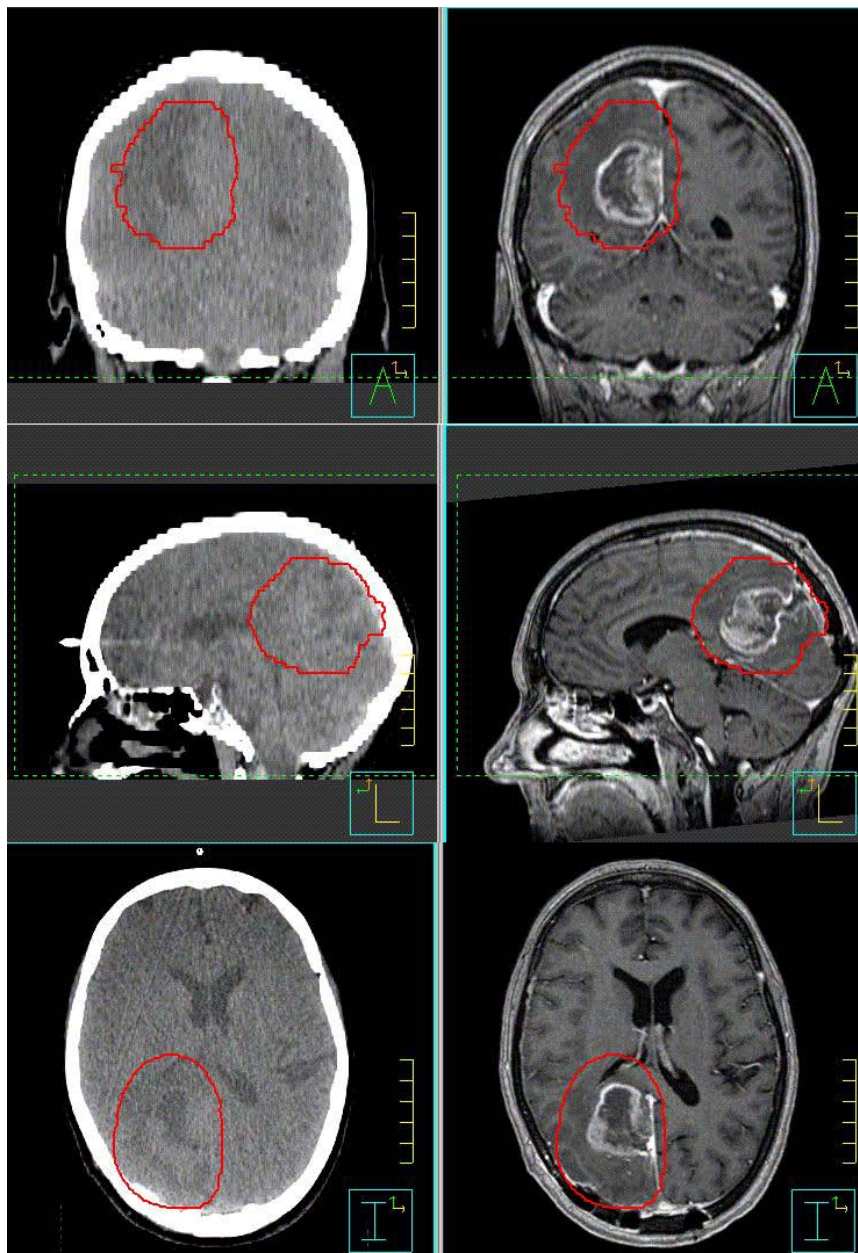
Beispiel für die Fusion eines CT und MRT Bilddatensatzes
